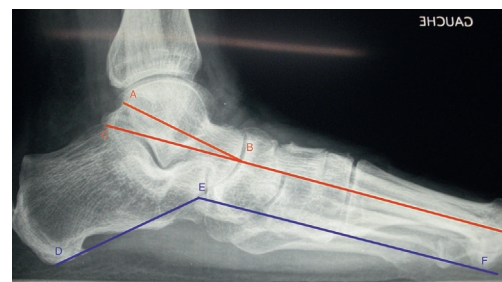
Radiographie du pied en charge de profil : angle de Djian-Annonier (DEF) et angle de Méary (ABC).
